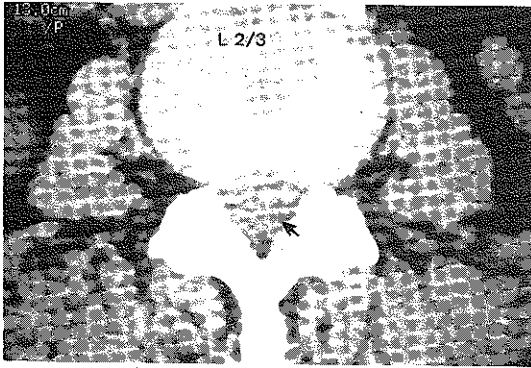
Precontrast Computed tomography shows the dural sac compression by ruptured disc particle and ill-defined extradural mass on L2/L3 (arrow).
